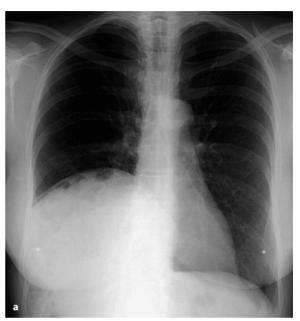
a, b. Traumatische Zwerchfellhernie rechts. a In der Röntgenaufnahme des Thorax p.-a. erkennt man Gasblasen unter der "hochstehenden rechten Zwerchfellkuppel". b Die CT des Thorax und Abdomens zeigt in der frontalen Bildrekonstruktion, dass es sich bei dem Befund um eine Zwerchfellruptur nach einem anamnestisch bekannten stumpfen Bauchtrauma handelt. Die rechte Kolonflexur und Dünndarm sind in den Thoraxraum prolabiert, die Leber ist orthotop
